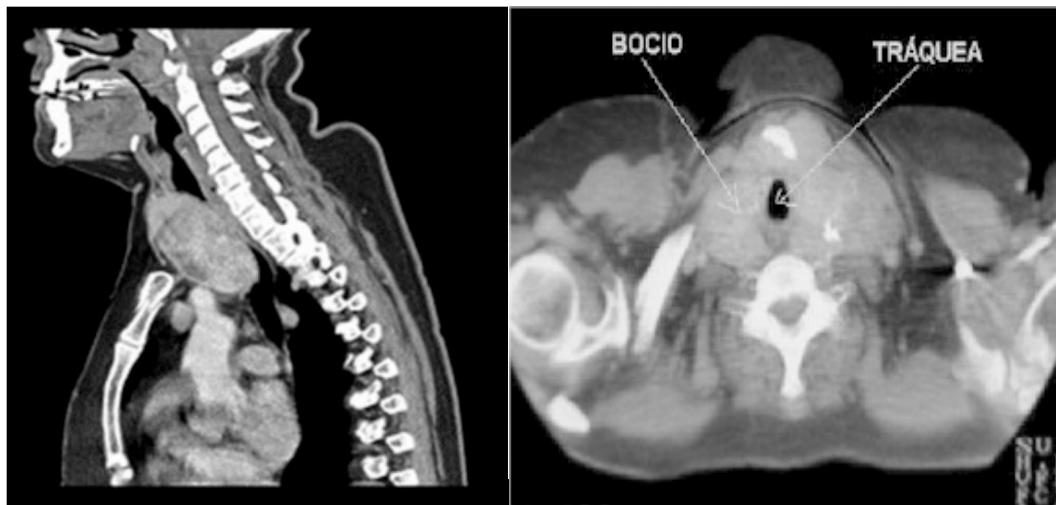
TAC de bocio retroesternal. Cortes sagital y transverso.
